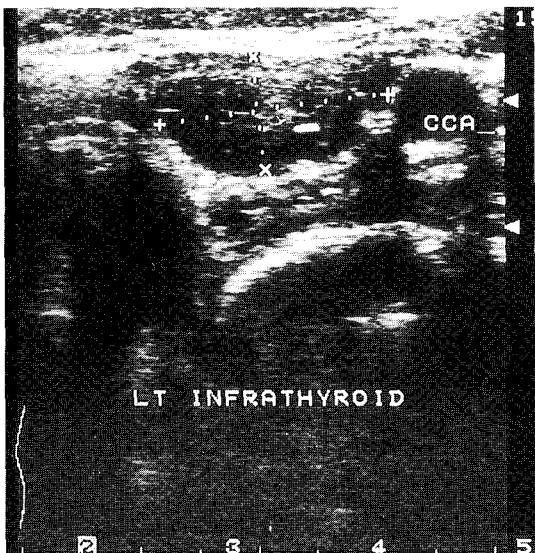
Ultrasonographic examination showing a 2.0×1.5 cm sized hypoechoic mass in left infrathyroid area.
